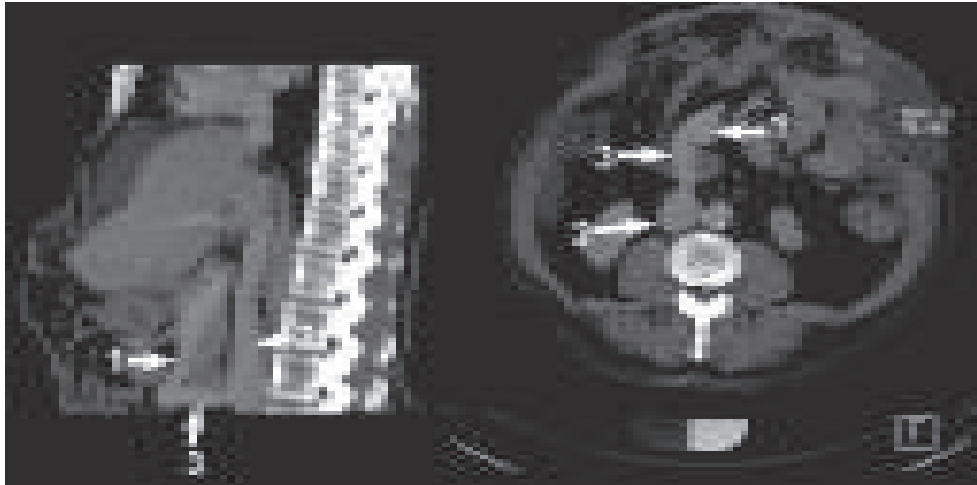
Спиральная компьютерная томографическая ангиография. Мезентерикокавальный Н-анастомоз. 1- верхняя брыжеечная вена, 2- нижняя полая вена, 3- аутовенозная вставка
